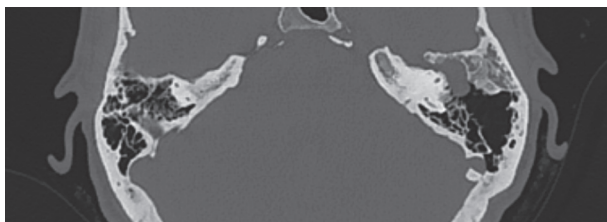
КТ левой височной кости пациентки до проведения оперативного вмешательства. Определяется патологическое содержимое в эпитимпануме и переднем отделе антрума слева, вызывающее подозрение на менингоэнцефалоцеле
